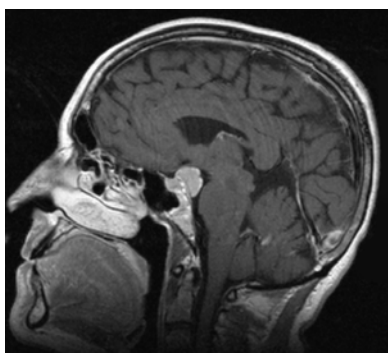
МРТ, сагиттальный надрез менингиомы спинки седла (dorsum sellae)
